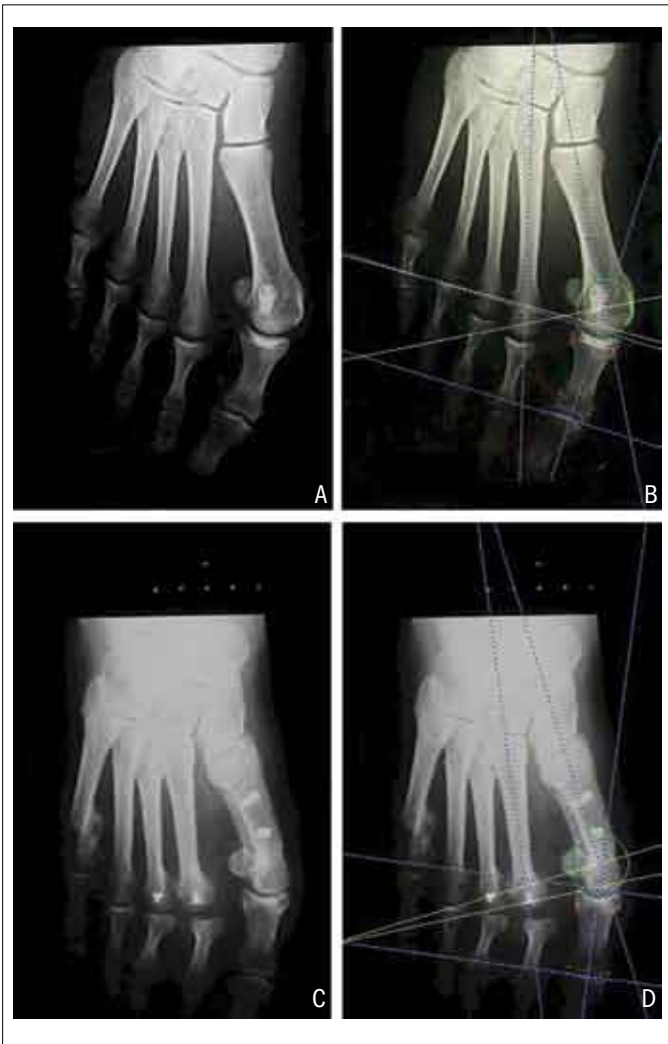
Radiografias pré e pós-operatórias na incidência dorso-plantar, ilustrando as mensurações angulares obtidas por meio do programa de computação M2000. Na parte superior de cada radiografia, observa-se a presença de “escala” métrica graduada em centímetros, que fornece ao programa a calibragem para medidas lineares: A) radiografia pré-operatória sem as medidas; B) radiografia pré-operatória com os pontos de referência e ângulos traçados automaticamente – os dados numéricos relativos aos parâmetros estudados são acumulados em tabela de dupla entrada; C) radiografia pós-operatória sem as medidas; D) radiografia pós-operatória com os pontos de referência e ângulos traçados automaticamente.
